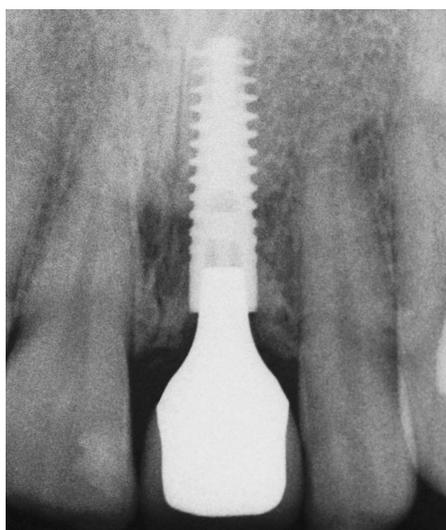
La radiografía de control practicada 3 años después de la colocación del implante muestra un estado óseo periimplantario estable.
